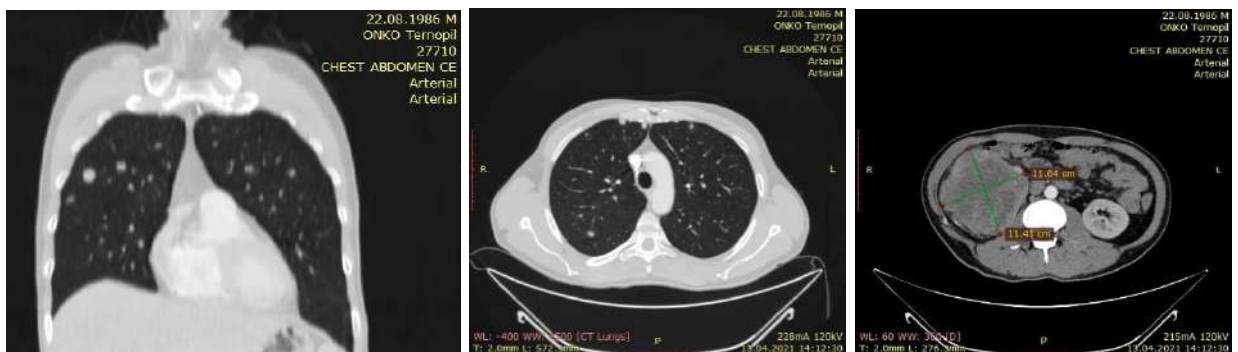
Знімки СКТ хворого М., 1986 р. н., з пухлиною правої нирки максимальним діаметром 114 мм з множинними метастазами в легені, до проведення неoad'ювантної таргетної терапії
